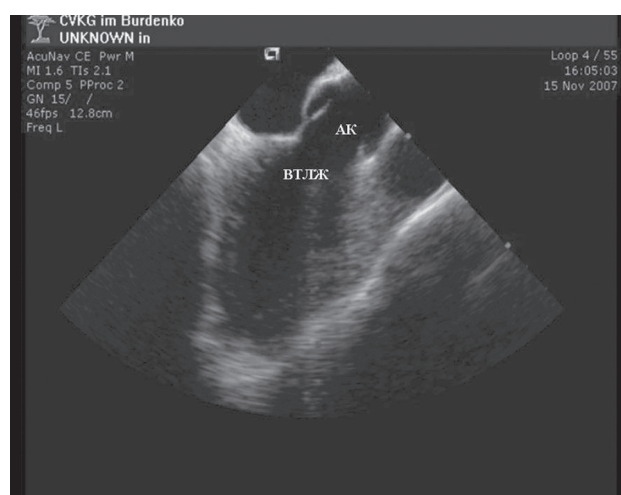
Внутрисердечное эхокардиографическое исследование. Визуализация выносящего тракта левого желудочка. ВЛЖ – выносящий тракт левого желудочка; АК – аортальный клапан
